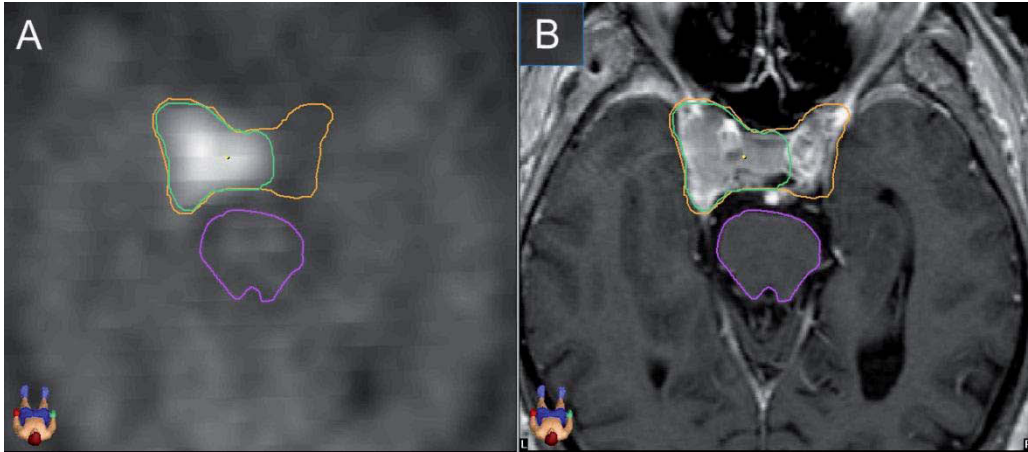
Vergrößertes vGTV-MRT (B) im Vergleich zu GTV-PET (A)
